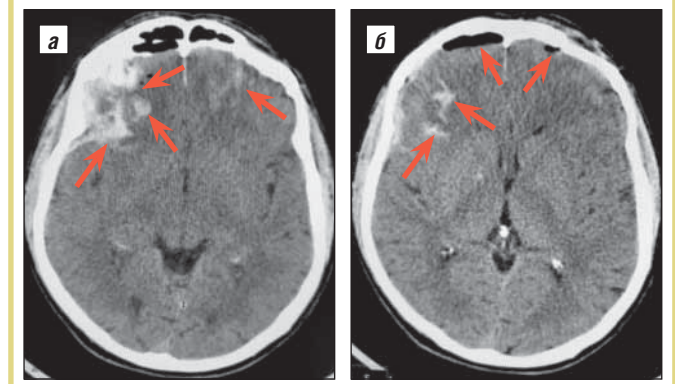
То же наблюдение. МСКТ головного мозга в режиме «Brain» (аксиальная проекция): а – очаги ушиба головного мозга 2-го типа в лобных долях; б – очаги ушиба головного мозга 2-го типа в правой лобной доле; включения воздуха в полости черепа
